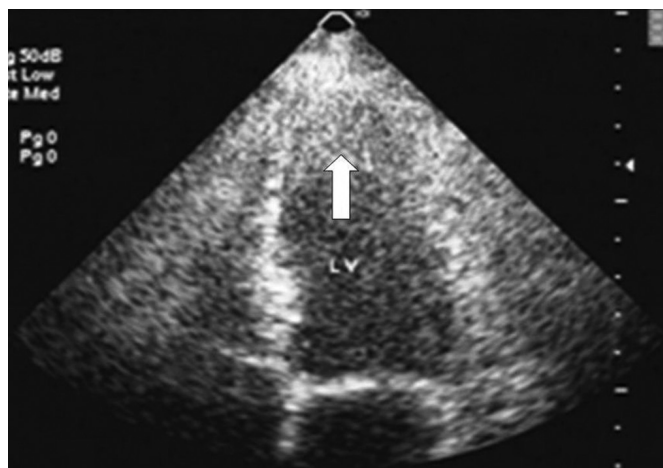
Ecocardiografia mostrando preenchimento apical em ventrículo esquerdo (seta).
